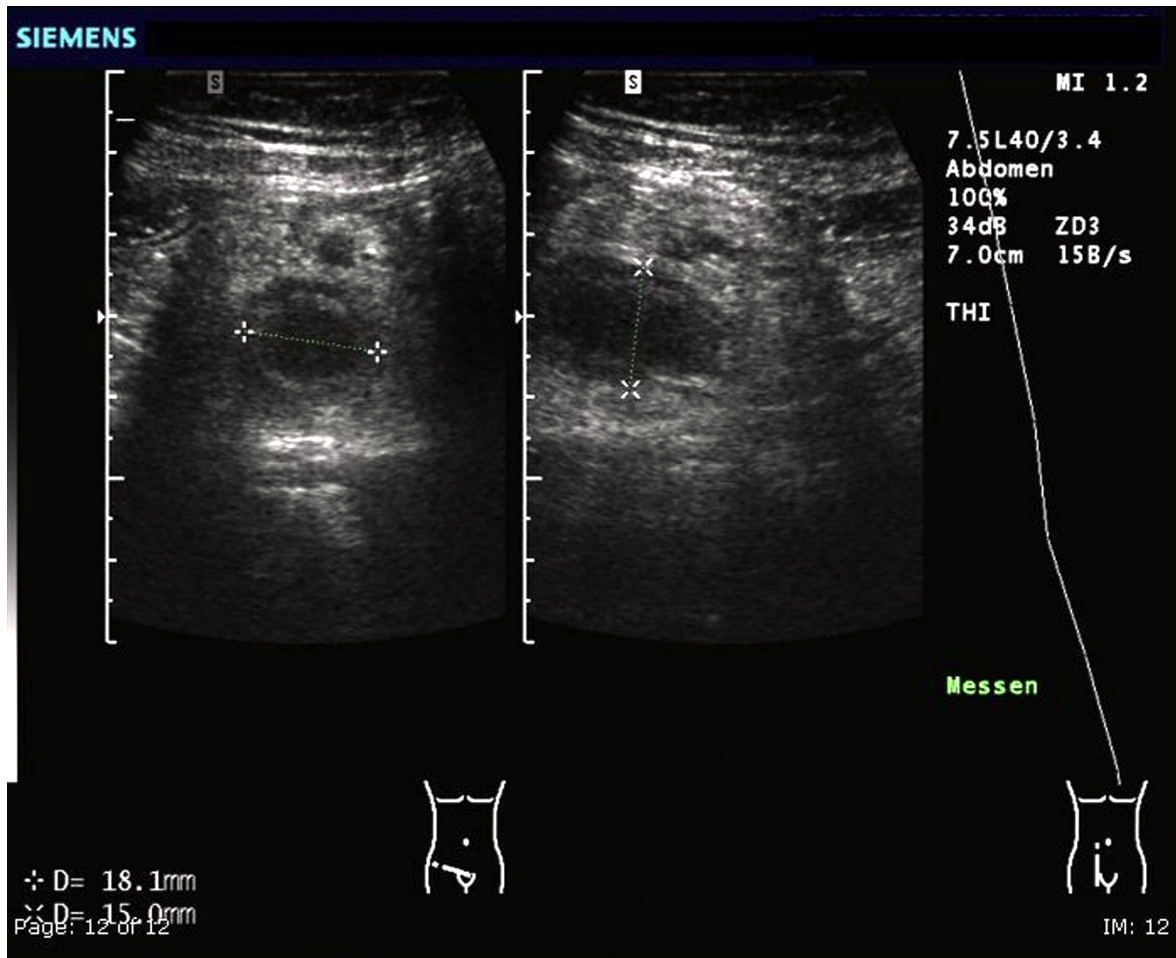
Sonographische Darstellung einer akuten Appendizitis aus <http://commons.wikimedia.org>
